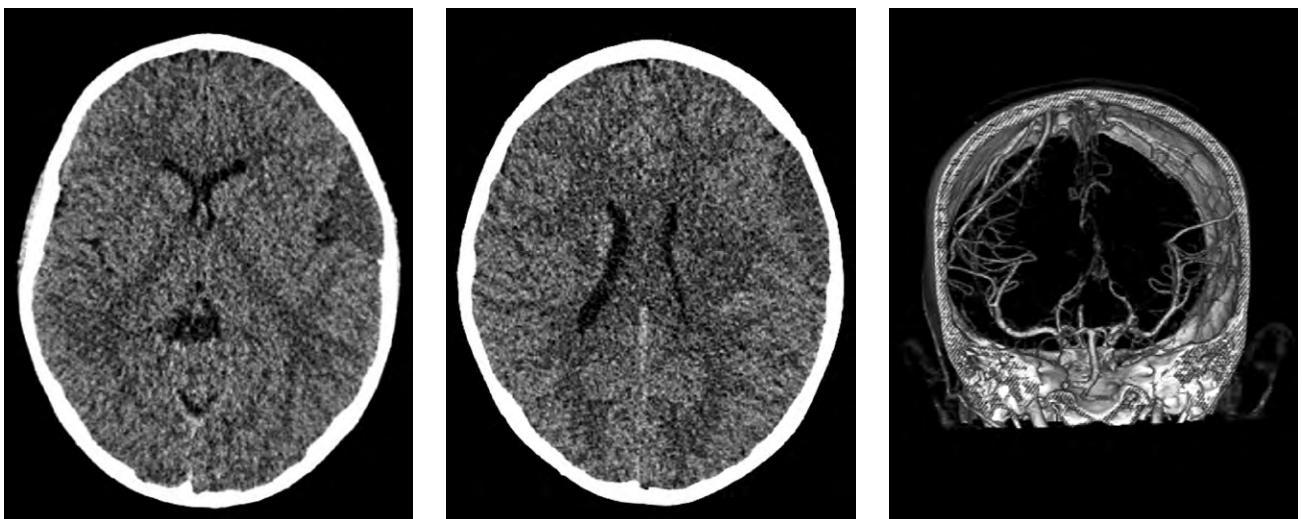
Мультиспиральная компьютерная томография-ангиография головного мозга: исключена аневризма и сосудистая мальформация.
